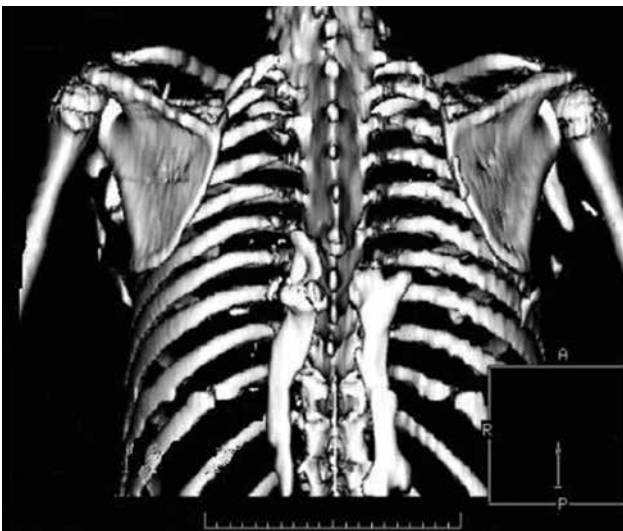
VR por TC. Se evidencian imágenes de densidad cálcica en la cintura escapular y paravertebrales en relación con el tejido óseo ectópico.
